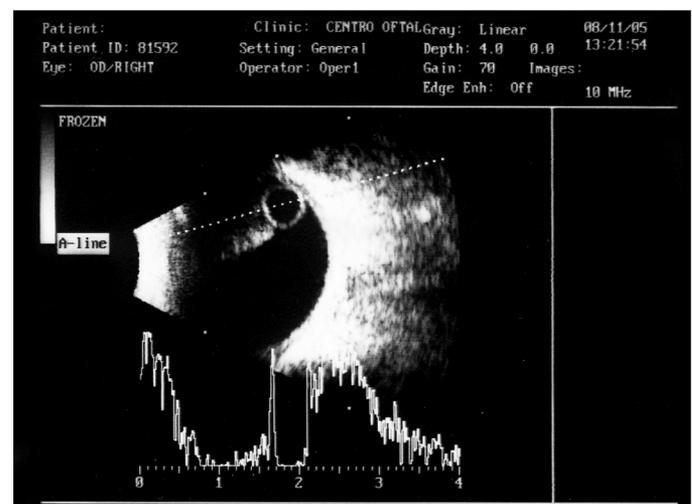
Ultra-sonografia: Presença de cisto hipocogênico envolto por uma camada hiperecogênica compatível com cisticercos intra-oculares
